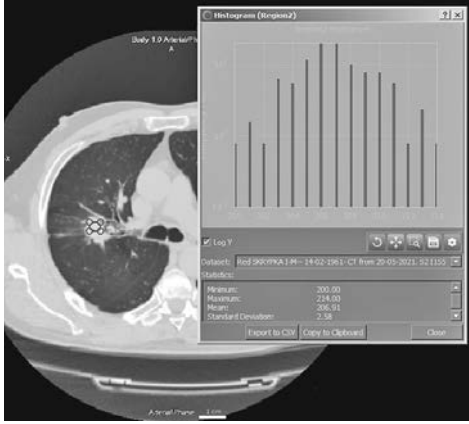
Гістограма пухлини верхньої частки правої легені, зроблена за допомогою програми Dragonfly (КТ від 20.05.2021)
